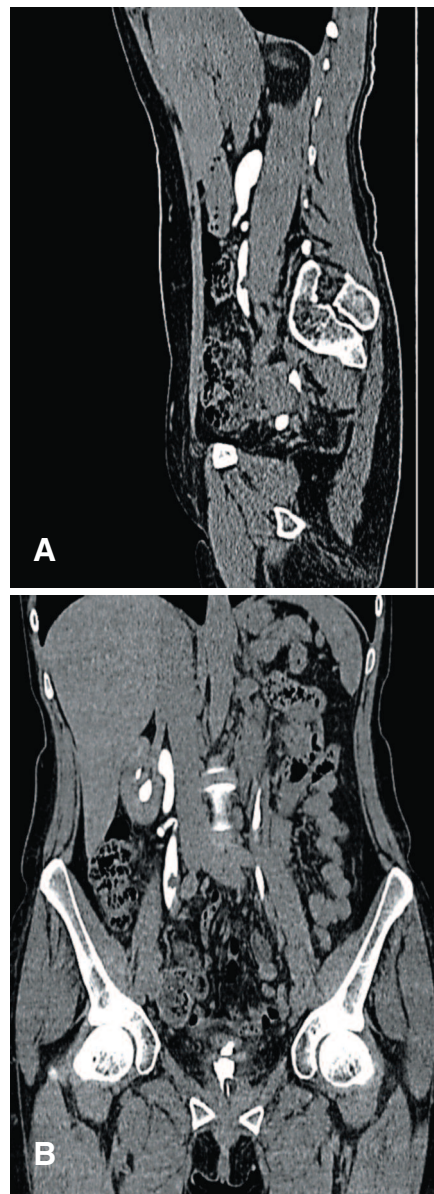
МСКТ-изображения органов брюшной полости и малого таза (А – сагиттальный срез; Б - фронтальный срез). Опухоль средней трети правого мочеточника, мочевого пузыря
